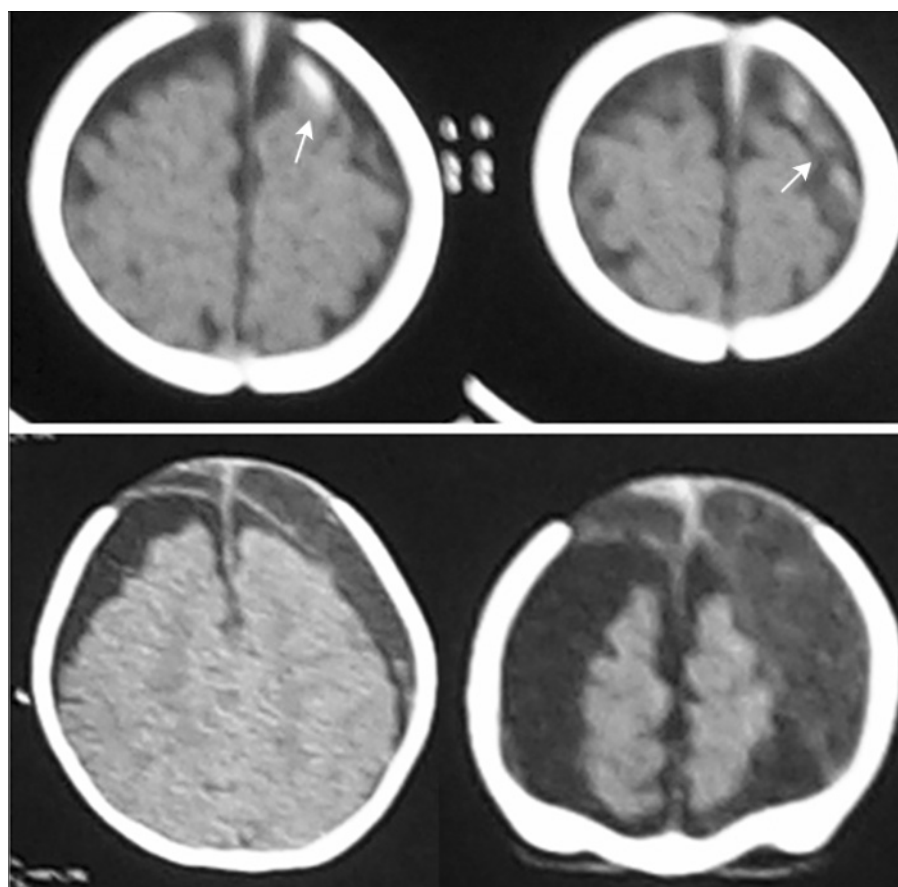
КТ. Небольшая острая субдуральная гематома слева (верхние снимки). Двусторонние хронические субдуральные гематомы с нагноением – эмпиемы (нижние снимки).
